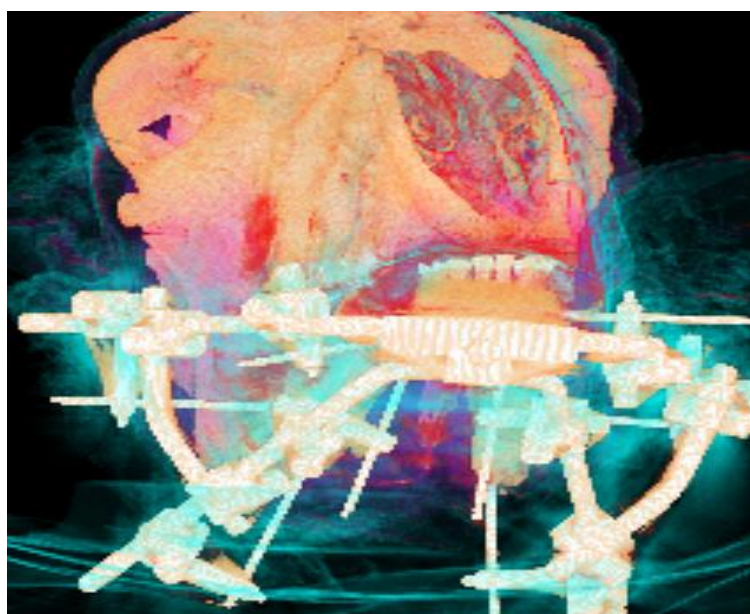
Трехмерная реконструкция, МС КТ, животное, участвующее в эксперименте, динамическое визуальное исследование состоятельности фрагментов челюстных костей на этапе удаления апробируемого устройства
